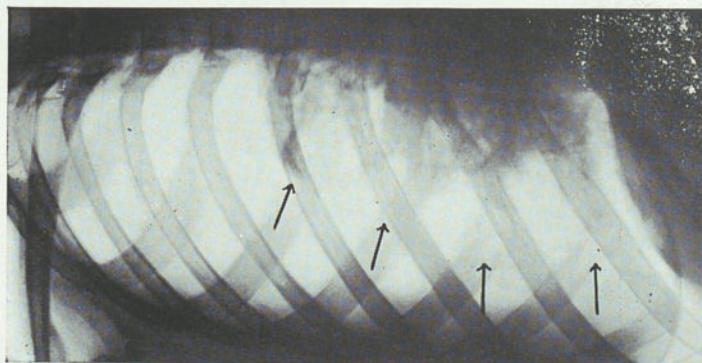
Radiografía del mismo Caso obtenida después de comenzar el neumotorax que es completo. La cavidad sigue abierta junto al borde del corazón.
